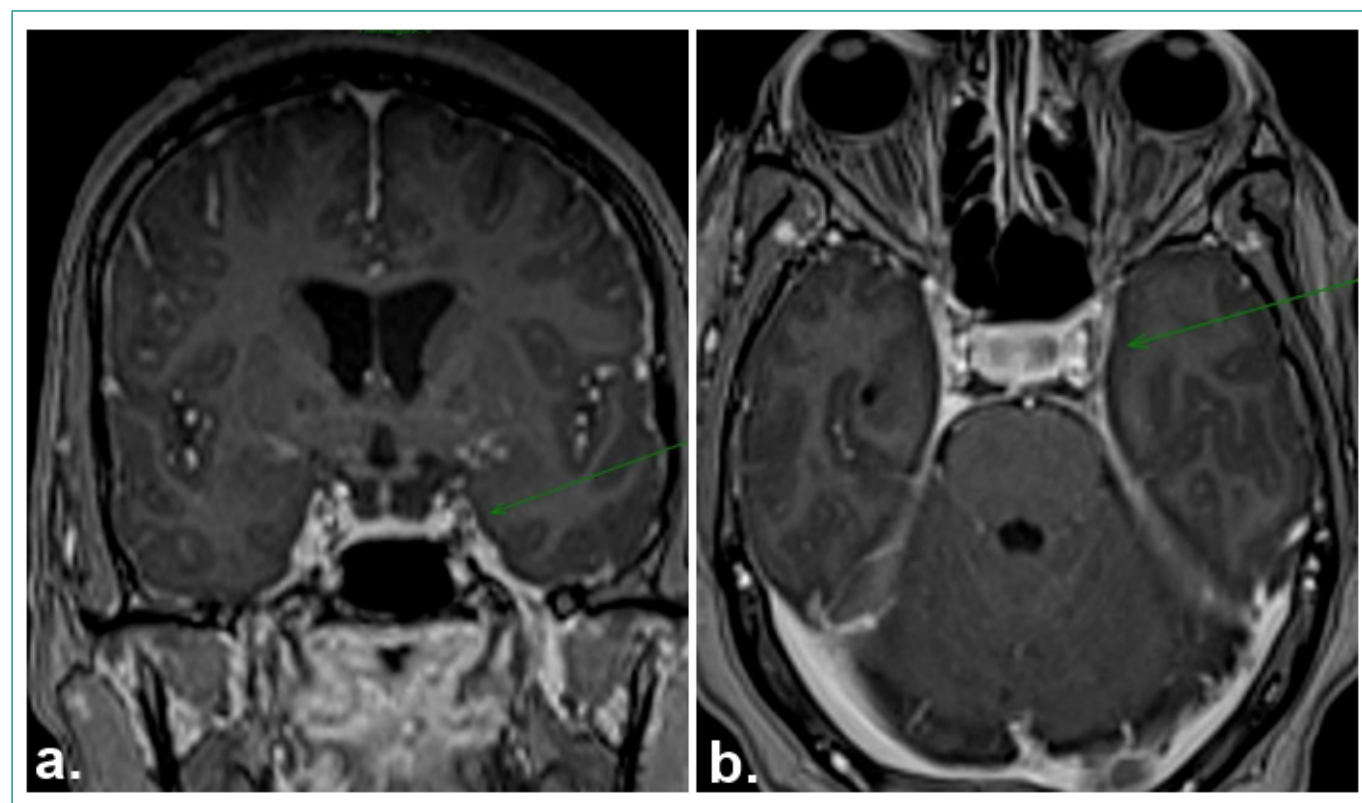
Resonancia magnética cerebral con gadolinio. A) Corte coronal: la flecha verde señala un defecto de llenado del seno cavernoso izquierdo. B) Corte axial: la flecha verde muestra el defecto de llenado del seno cavernoso izquierdo.
